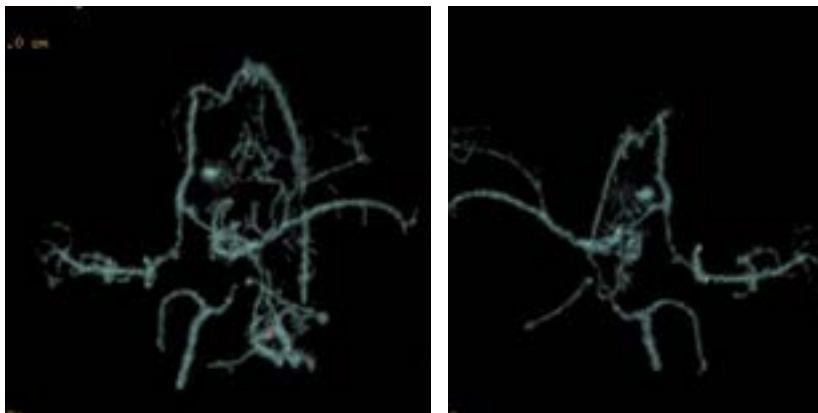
Examinarea CT și angio-CT.
